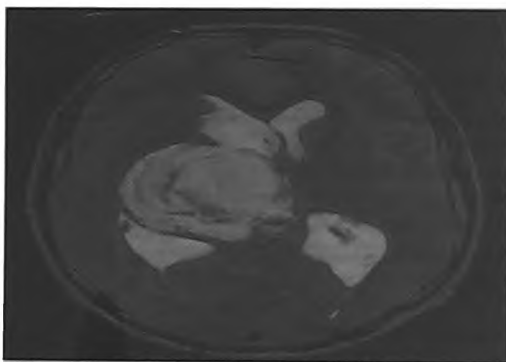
МР томография в аксиальной проекции, T2 режим. Дизонтогенетическая опухоль между листками прозрачной перегородки.
